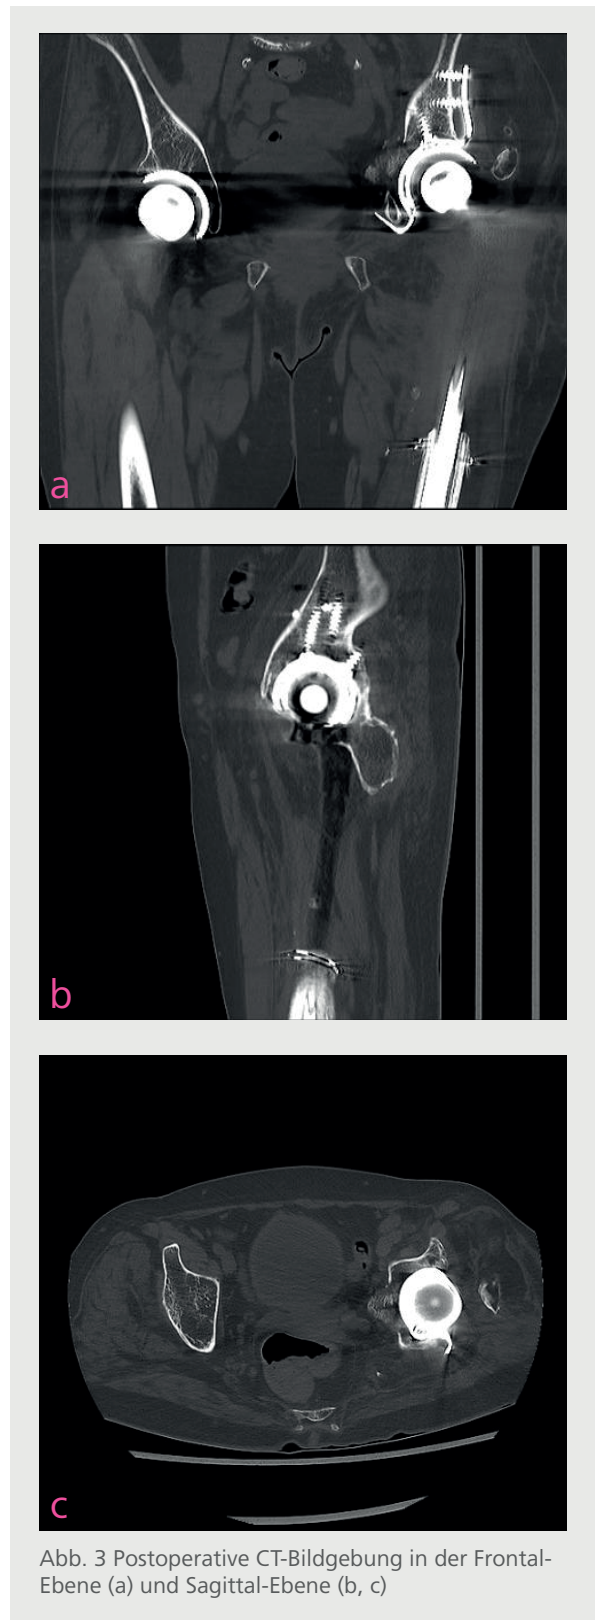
Postoperative CT-Bildgebung in der Frontal-Ebene (a) und Sagittal-Ebene (b, c)
